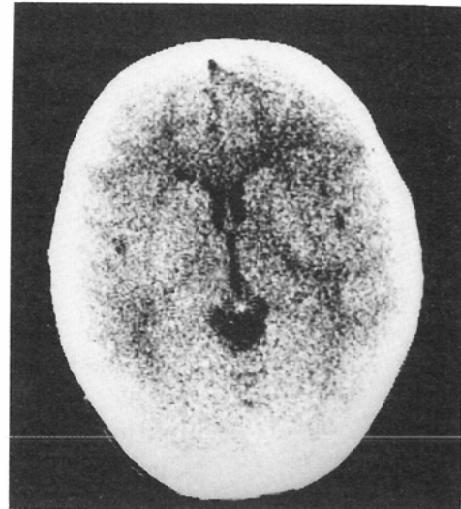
5-year-old boy. His chief complaints were headache and vomiting. Pineal calcification is barely visible on CT, otherwise the findings are unremarkable (Grade 1).
